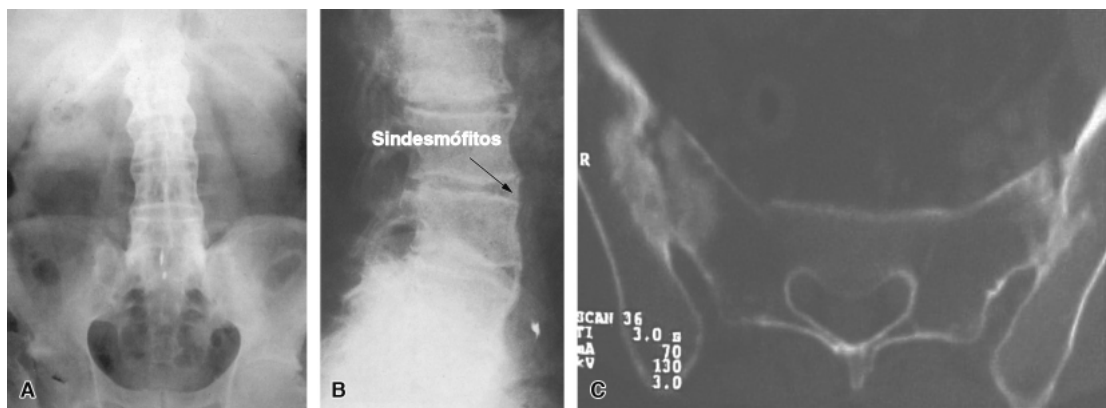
Espondilite anquilosante. A. Radiografia da coluna lombossacra, mostrando sindesmófitos, com aspecto típico em "bambu". Observar também a "anquilose" das articulações sacroilíacas. B. Espondilite anquilosante. Radiografia da coluna lombar de perfil mostrando fusão dos corpos vertebrais. C. Tomografia da articulação sacroilíaca evidenciando esclerose, degeneração e fusão do sacro com o íliaco.
